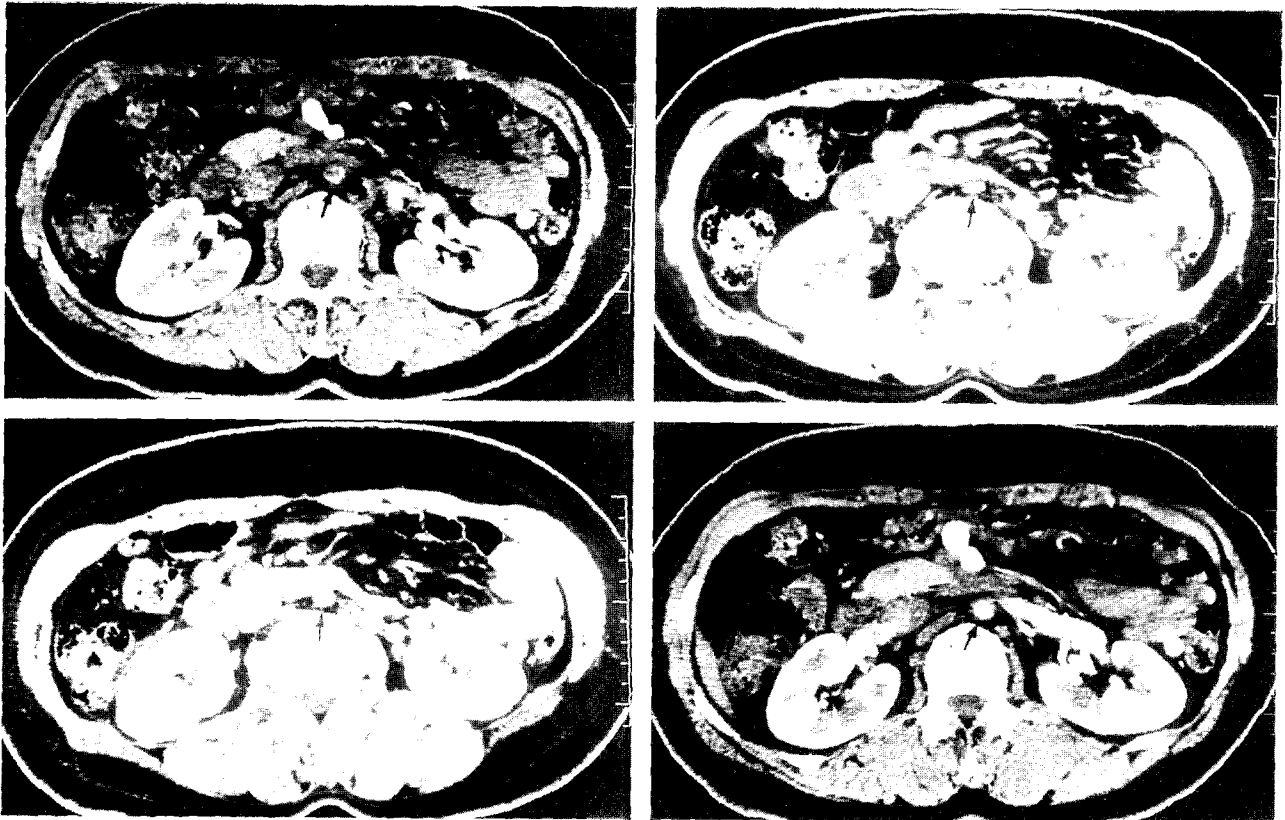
Enhanced CT shows a cord-like appearance of the lower abdominal aorta in which calcification is detected. (arrow:aorta)
